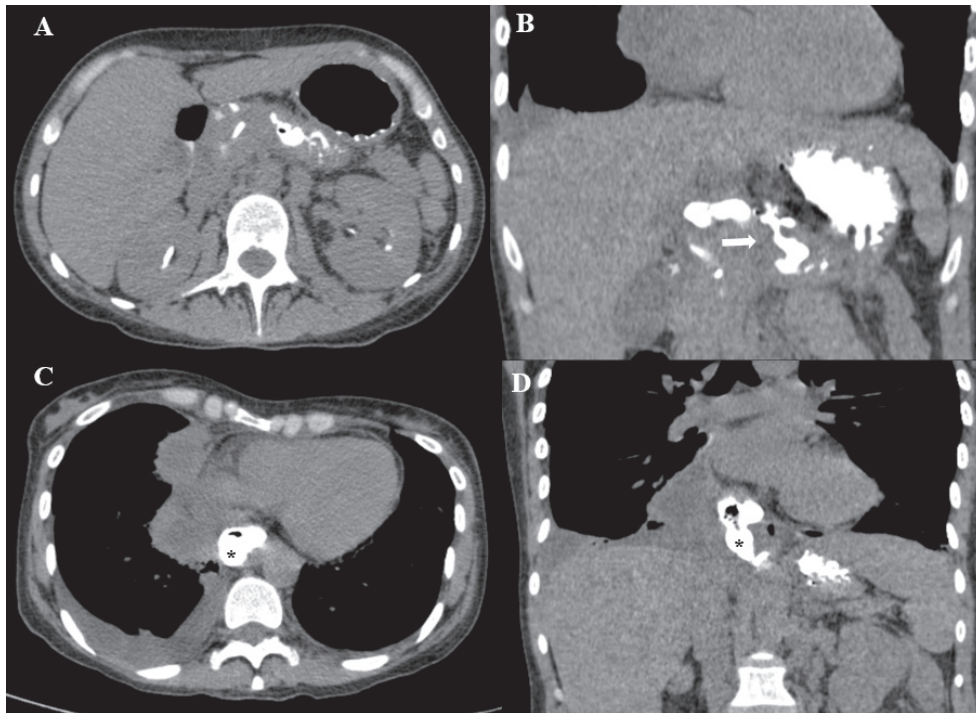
КТ-фистулография. Контрастное вещество в кистозной структуре в проекции тела и хвоста поджелудочной железы (A, в проекции головки поджелудочной железы так же виден стент), дилатированном проксимальном отделе Вирзунгова протока и его дилатированных ветвях, определяется внутренний панкреатический свищ (B), контрастное вещество в псевдокистах заднего средостения (черная звёздочка) (C, D).
